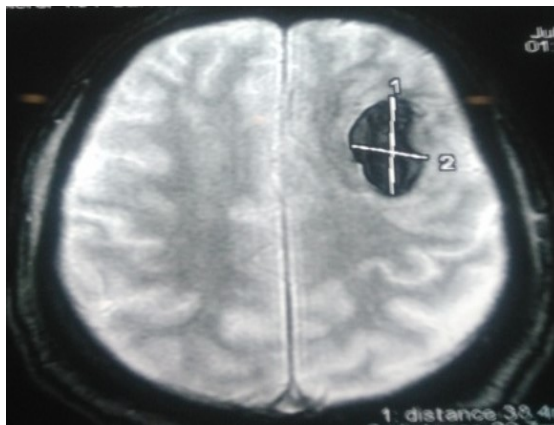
Image TDM d'un hématomate cérébral post rupture d'un anévrisme mycotique cérébral.
